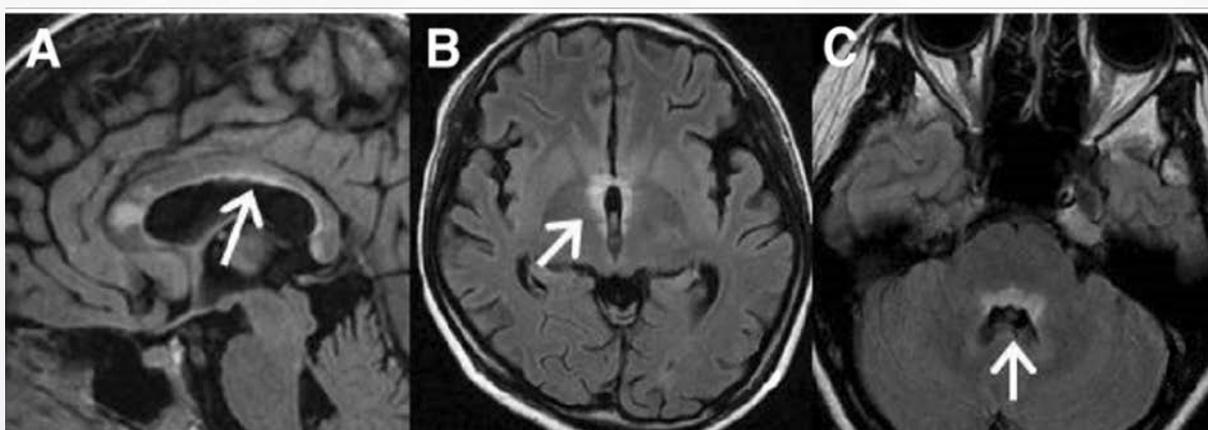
NMOSD之大腦MRI病灶(A)沿腦室的連續室管膜病變；(B)對稱性下視丘腦病變；(C)典型導水管周圍區域對稱且連續的室管膜病變
